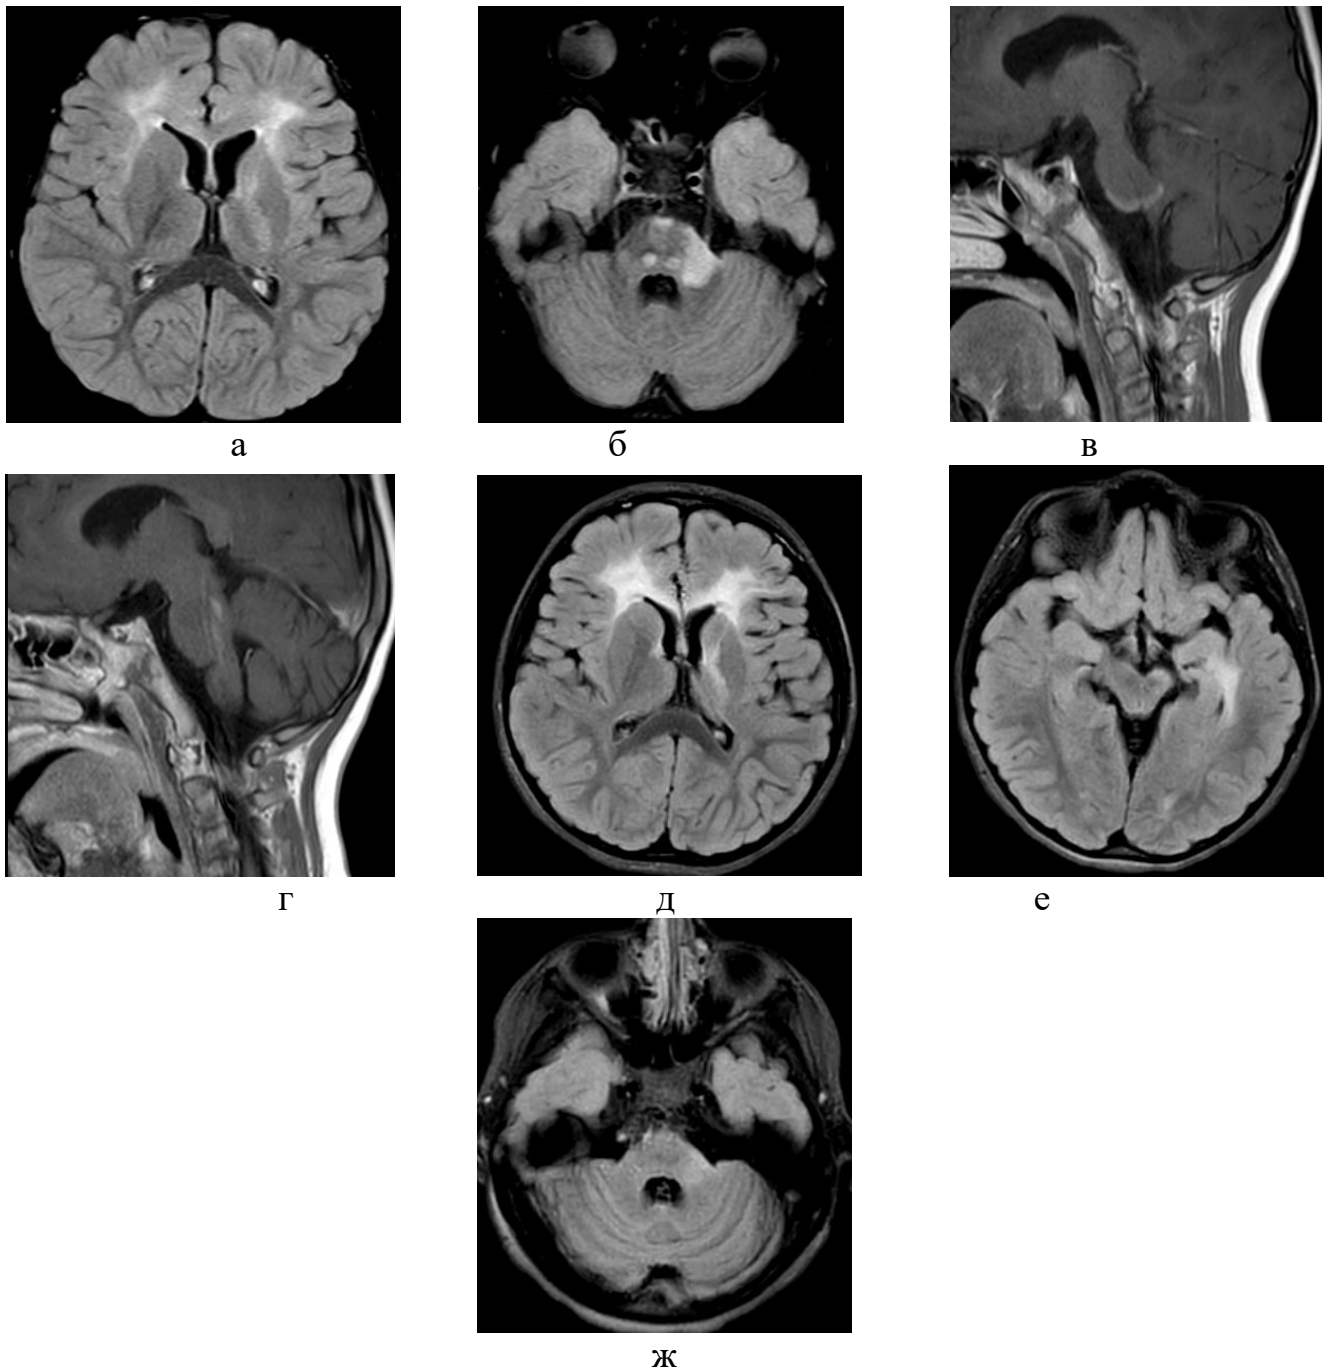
Клинический пример, М-ва А.Д., возраст 6 лет. Диагноз: вирусный энцефалит сочетанной герпесвирусной этиологии (вирус герпеса 6 типа и вирус Эпштейна-Барр), № и/б 166970/2020, МРТ с внутривенным контрастированием гадобутролом через 7 мес.: а, б – T2-FLAIR; в, г – постконтрастные T1-ВИ, контрольная МРТ через 2 года: д, е, ж – T2-FLAIR. Уменьшение участков поражения в лобных долях и базальных ядрах без нарушения ГЭБ. Появление новых участков поражения в среднем мозге, мосте и левой ножке мозжечка с краевым фрагментарным накоплением контрастного вещества. МРТ через 2 года - сохранение остаточных глиозных изменений в лобных и левой височной долях, в базальных ядрах, среднем мозге, мосте и левой ножке мозжечка, без нарушения ГЭБ
